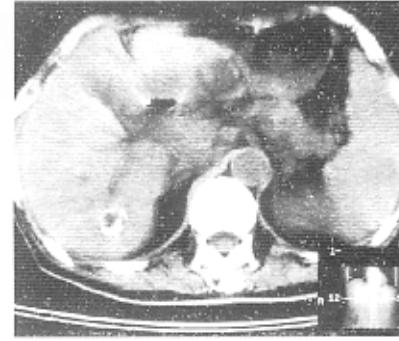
第 2 次治疗后 3 个月 CT 复查示肝内病灶及胰尾部肿块又进一步缩小
